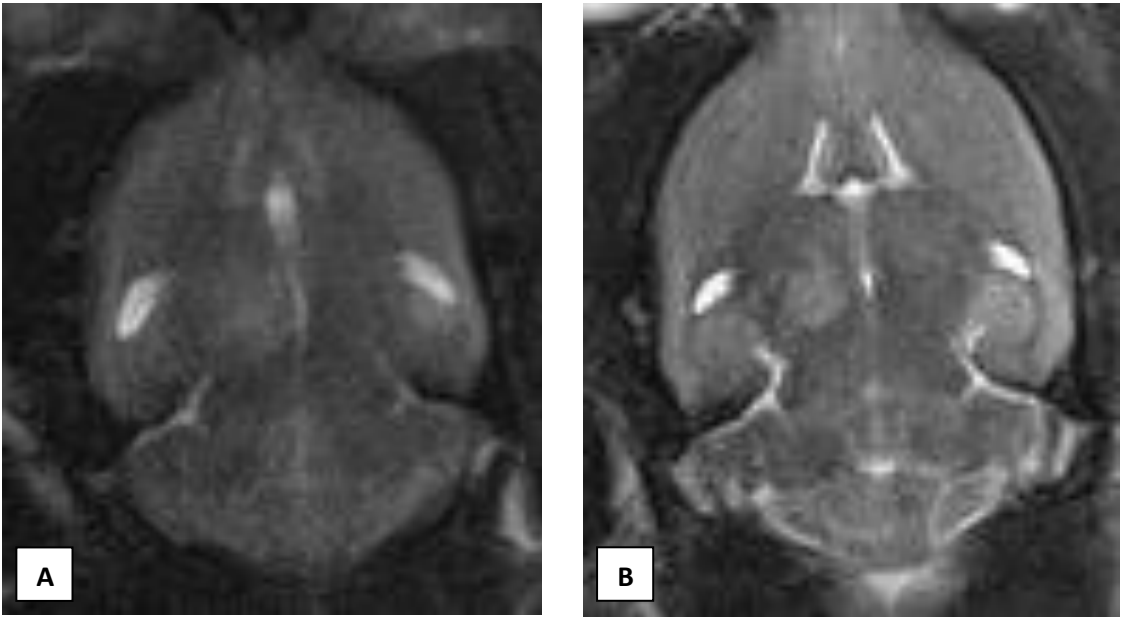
Sham grubu 1: MRG ile Tümör + boş nanopartikül intraserebral enjeksiyon öncesi (A) ve sonrası (B)
